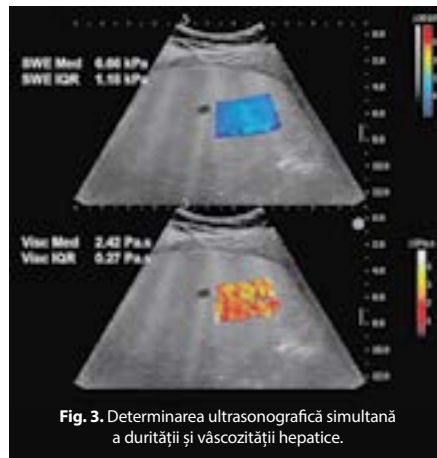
Determinarea ultrasonografică simultană a durității și vâscozității hepatice.
